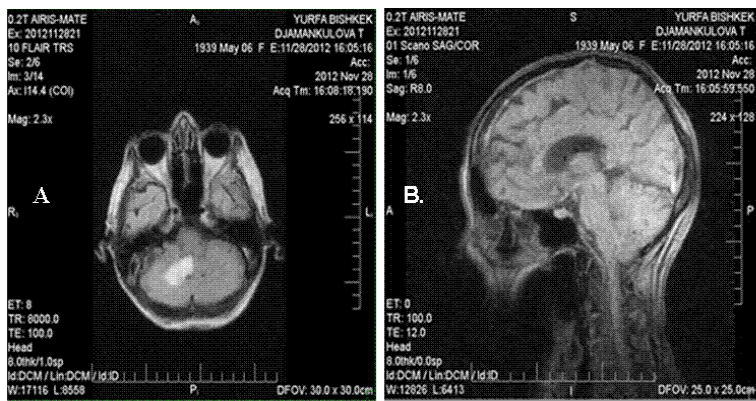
МРТ больной. Д, 73 года. Инфаркт правой гемисферы мозжечка, бассейн ЗНМА
